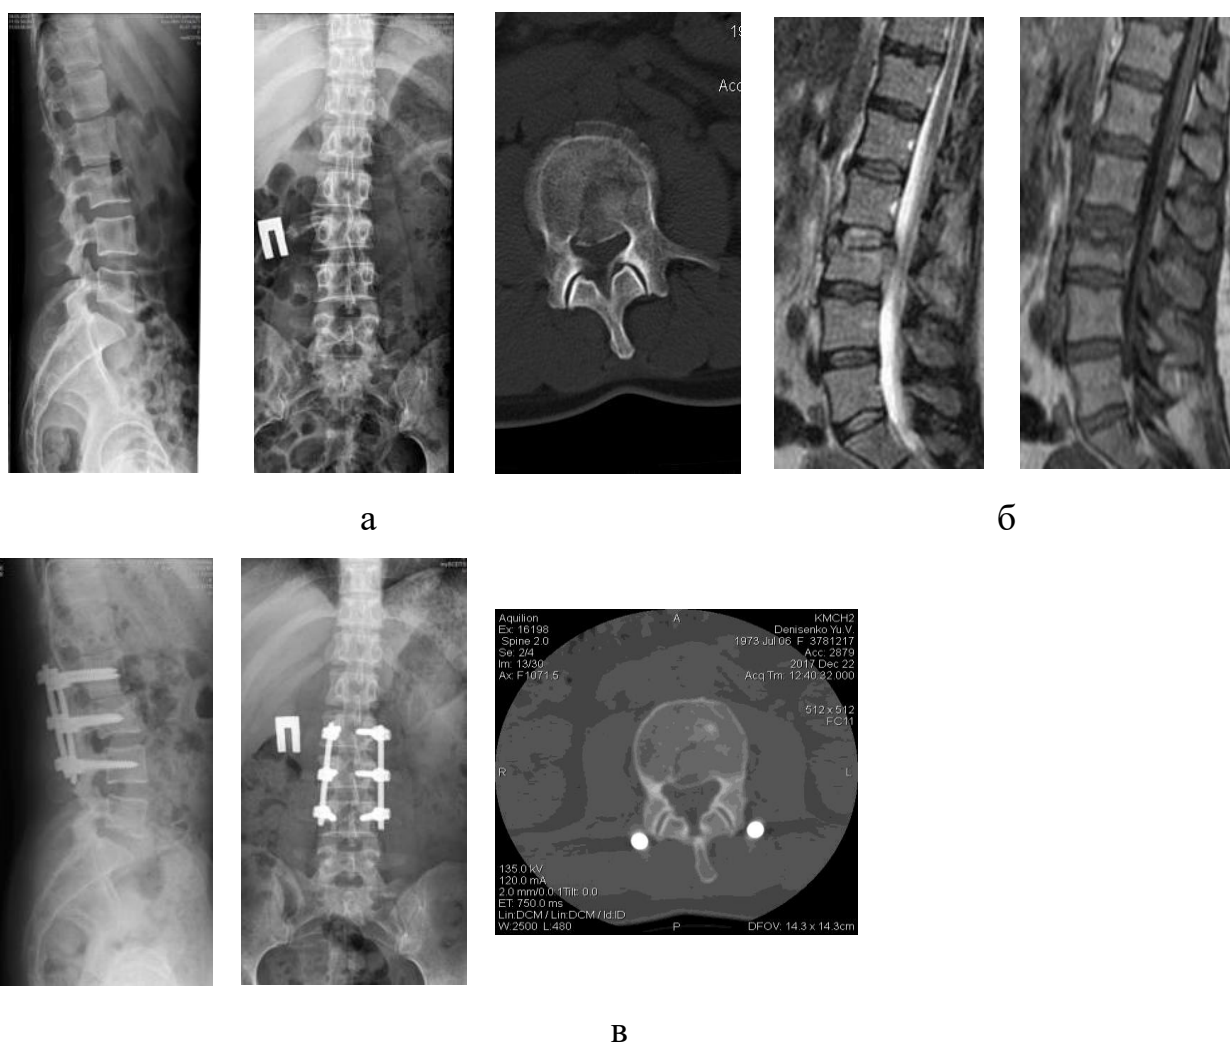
Рентгенограми та томограми хворої Д., історія хвороби № 88022: рентгенограми (а), КТ і МРТ-знімки (б) до операції; рентгенограми через два роки (в)
